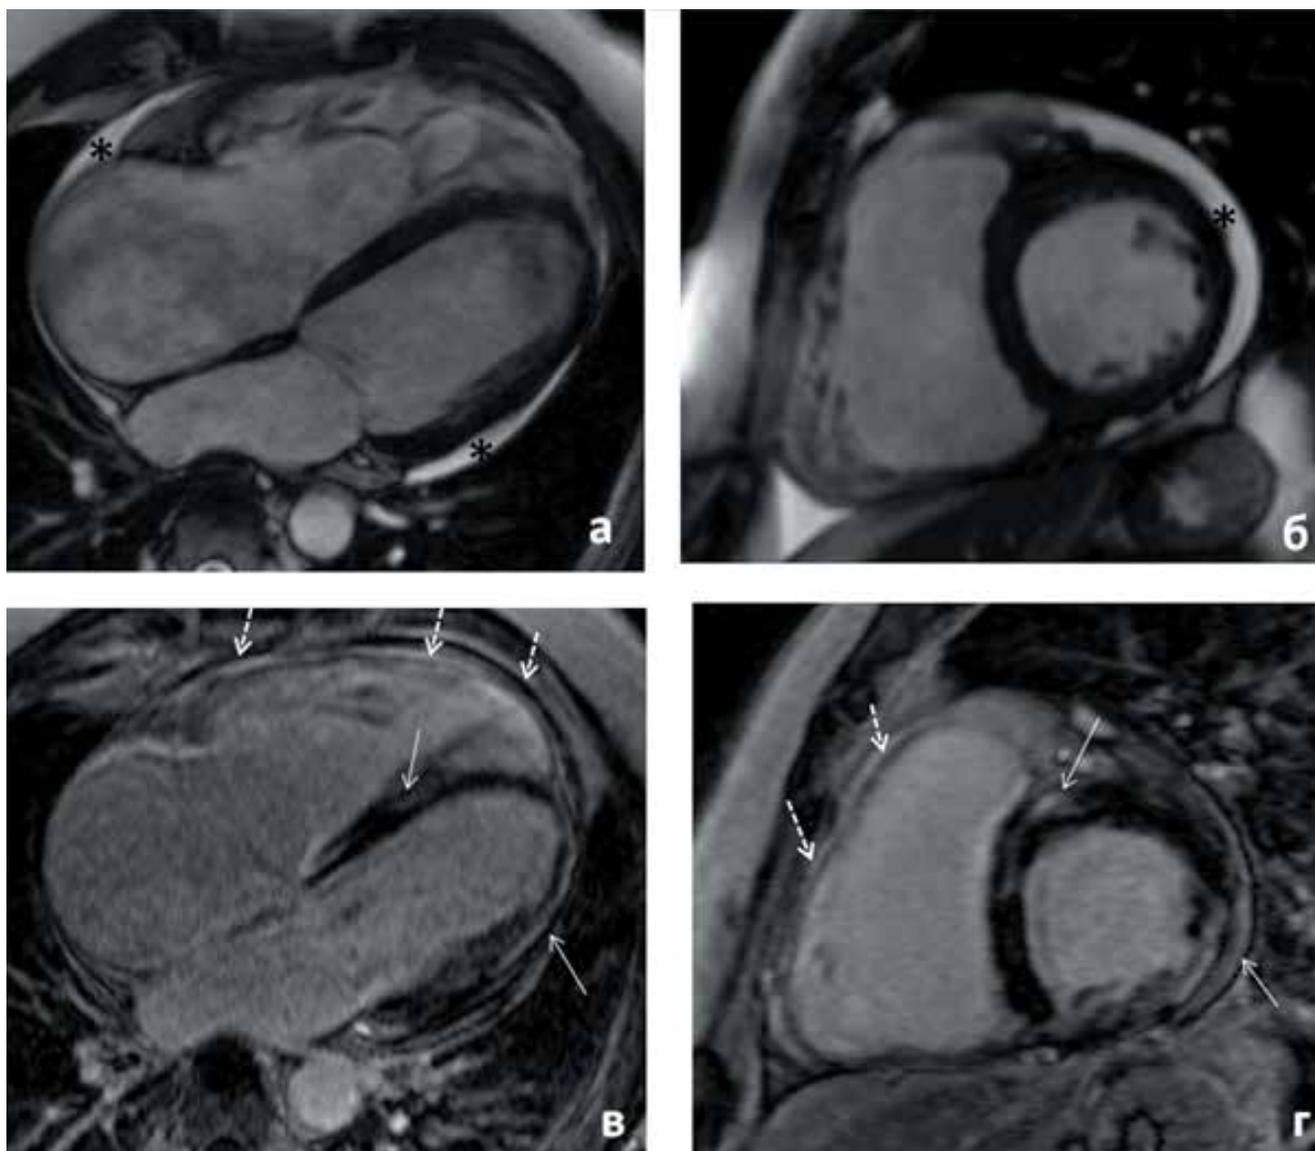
(а, б, в, г). МРТ сердца больного АДПЖ с прогрессирующей ХСН.
